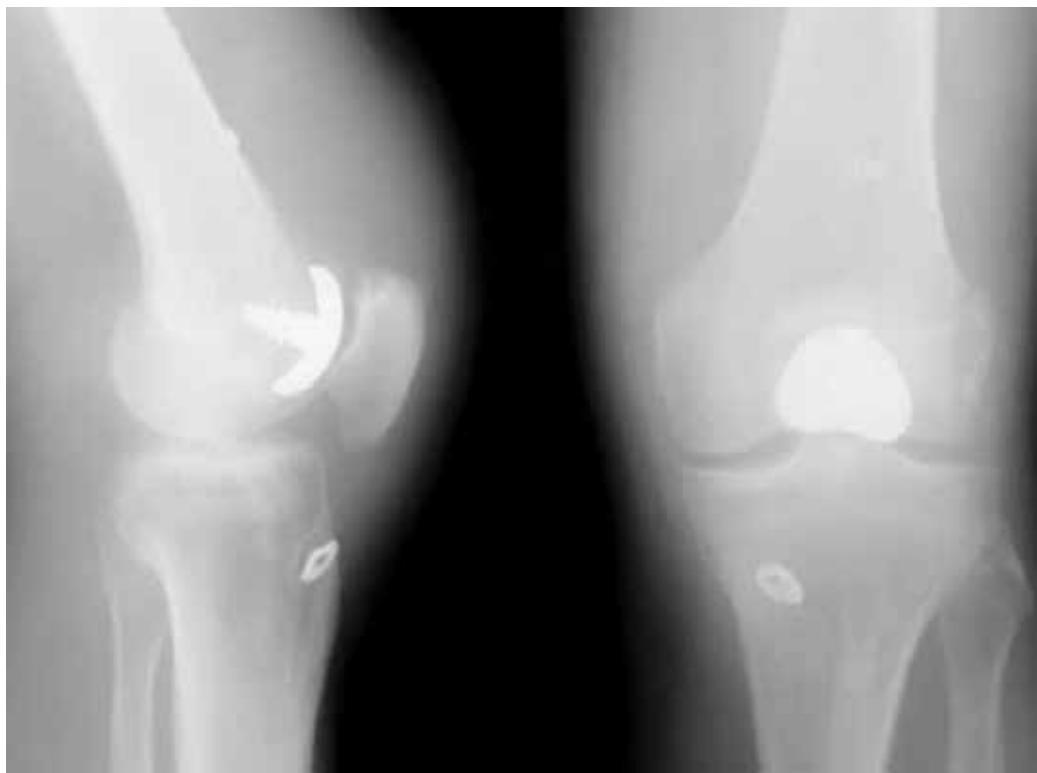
Послеоперационная рентгенограмма, показывающая положение протеза.
